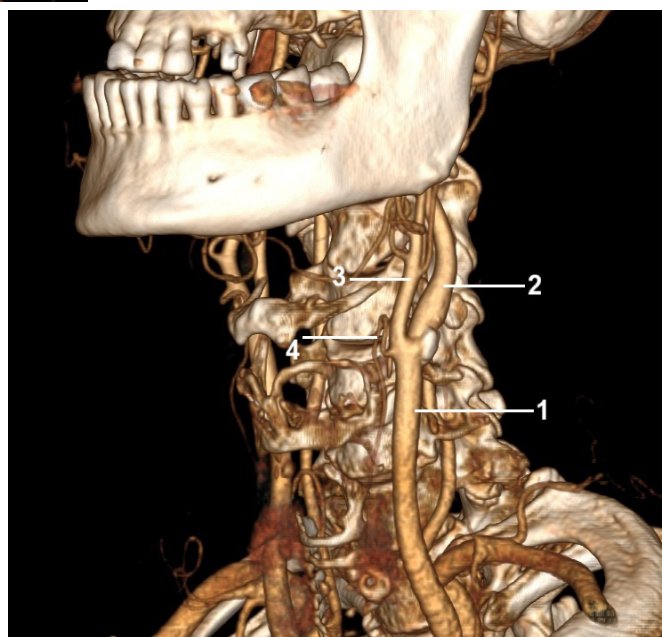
Reconstructie CT-angiografică 3D. Trifurcarea arterei carotide comune stângi
